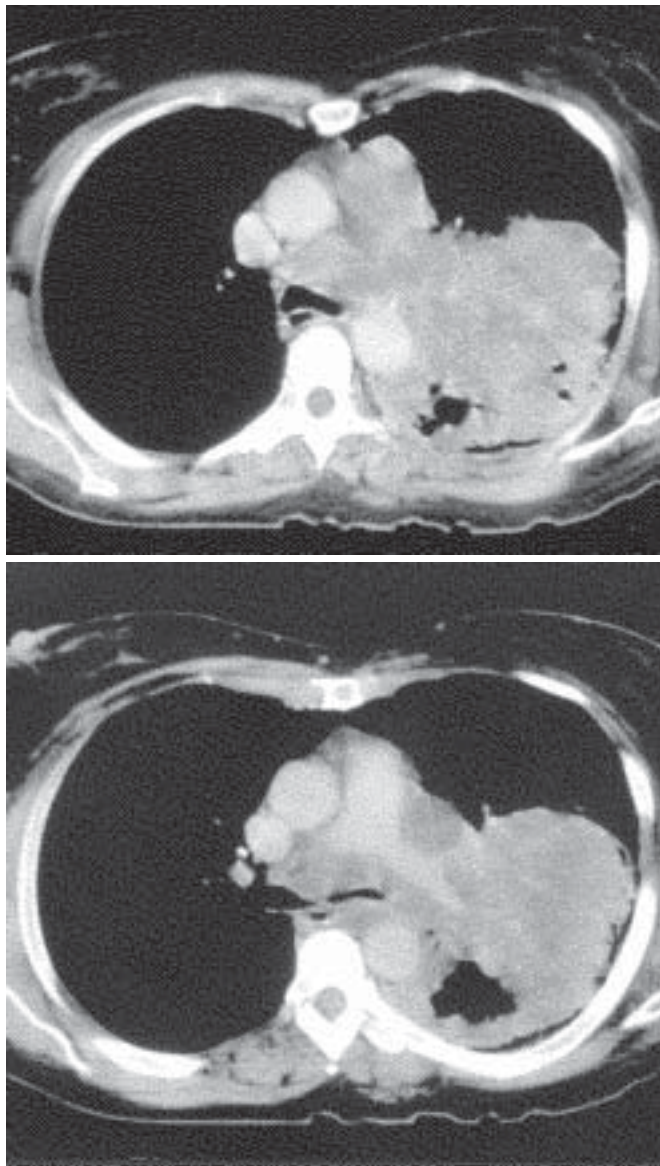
Tumor pulmonar proximal do lobo superior esquerdo, classificado como T4, devido à invasão mediastinal grosseira, englobando a artéria pulmonar esquerda, carina e porção descendente da aorta, evidenciado em imagens axiais de TC ao nível da janela aórtico-pulmonar (a) e no plano do tronco arterial pulmonar principal (b)
